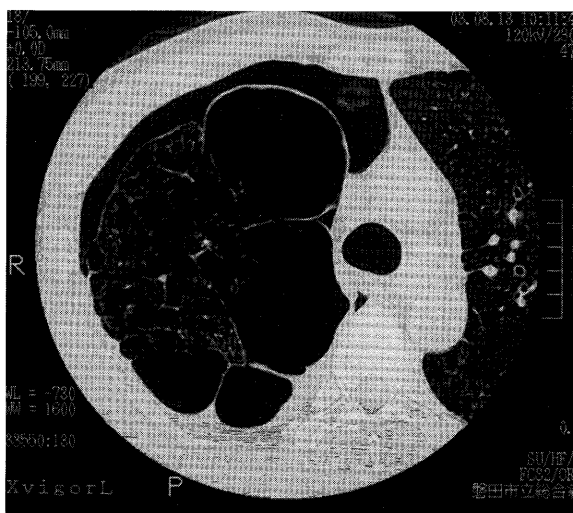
Chest CT on first admission. No pleural tumor could be detected retrospectively.
